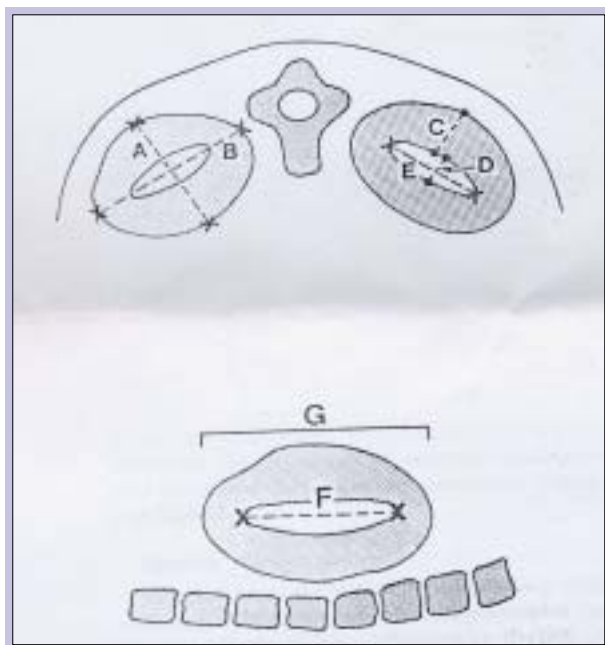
Ilustração da técnica para avaliar as dimensões renais por ecografia fetal, em corte transversal (em cima): A-diâmetro AP renal, B-diâmetro transversal renal, C-espessura do parênquima renal, D-diâmetro AP da pélvis renal (utilizado para definir normalidade ou não das dimensões da árvore urinária fetal) , E-diâmetro transversal da pélvis renal; em corte sagital (em baixo): F- diâmetro longitudinal da pélvis renal, G-comprimento renal¹³
